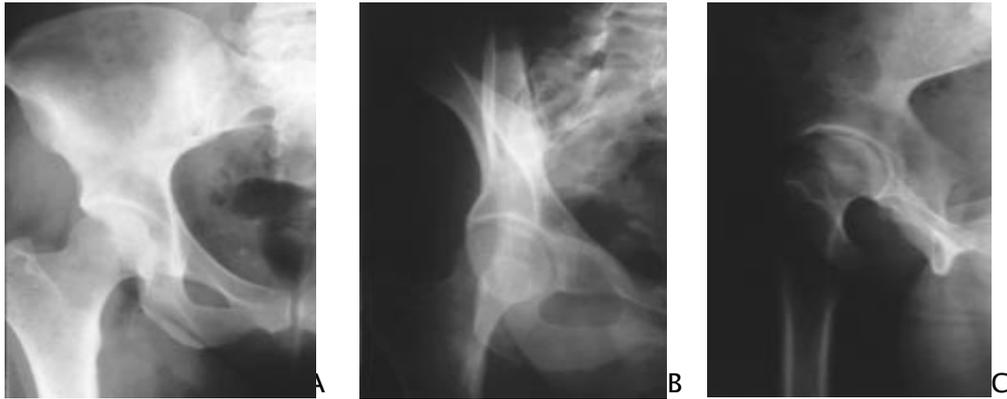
Radiographies standards d'une hanche saine. [17]
